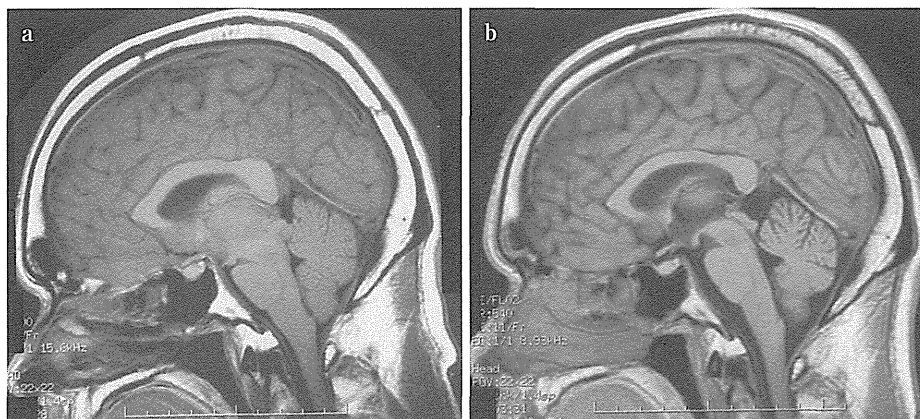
脳脊髄液減少症のMRI T1強調矢状断像（文献4より引用）
